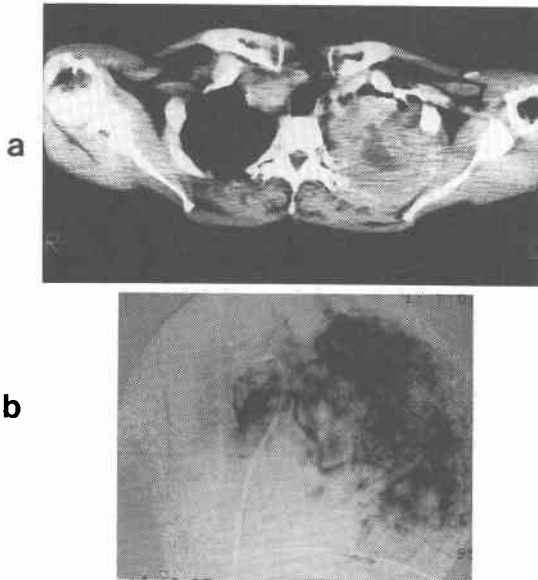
(a) A computed tomogram shows a large mass connected with the left 3rd rib in the thoracic cavity.
